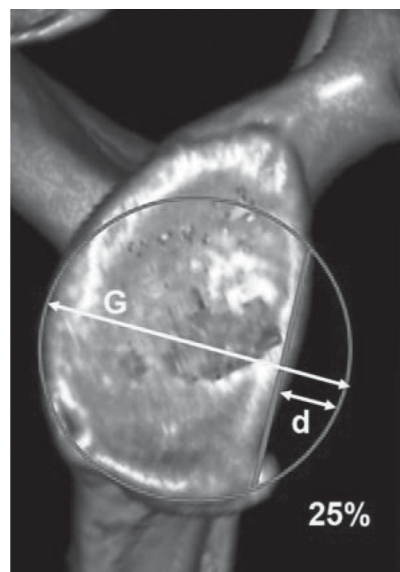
Оценка величины дефекта гленоида на компьютерной томограмме в режиме 3-D реконструкции:
